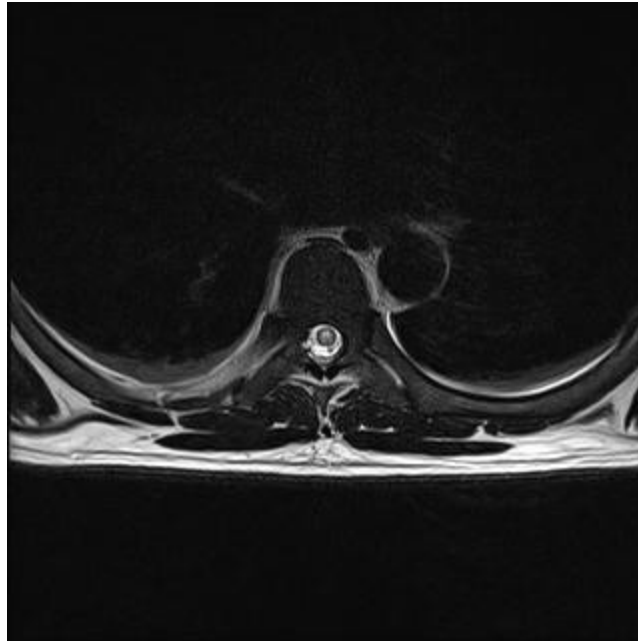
Imagen de RMN de columna, secuencia T2, corte axial: Se evidencia aumento de señal antero-posterior centromedular.
